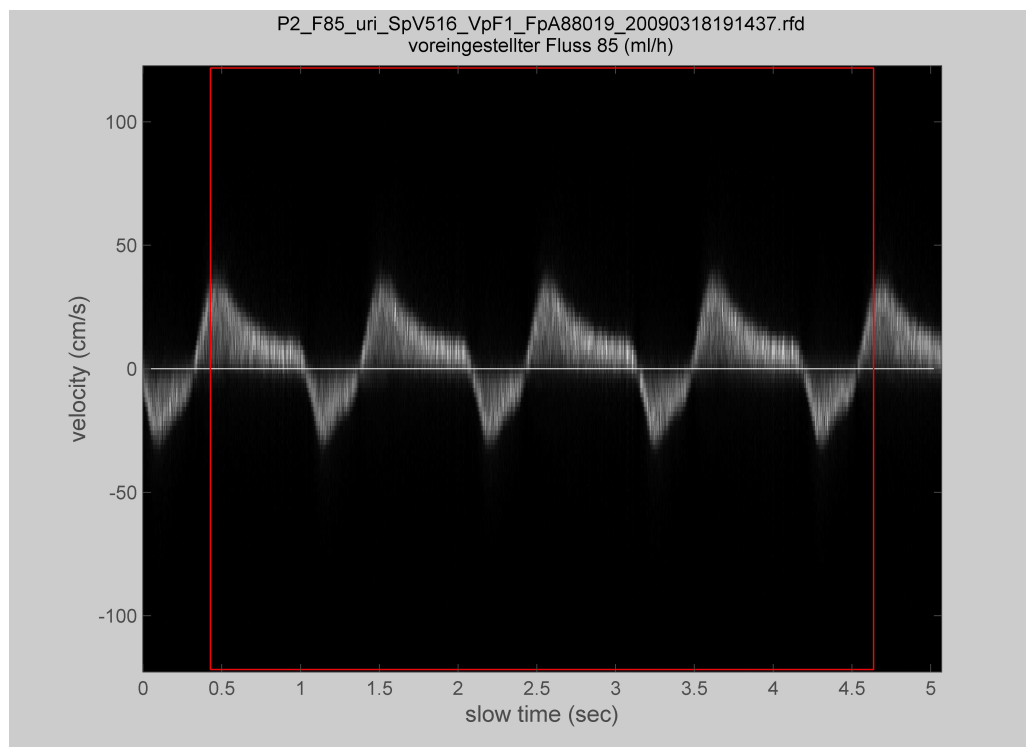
Grauwertkodierte Darstellung der Intensitäten von den Dopplerfrequenzen der Flussgeschwindigkeiten über die Zeit.
